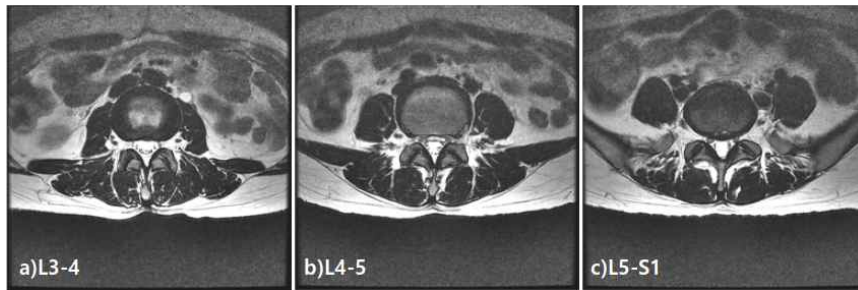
L-spine MRI axial T2-weighted image (2019-05-14).
